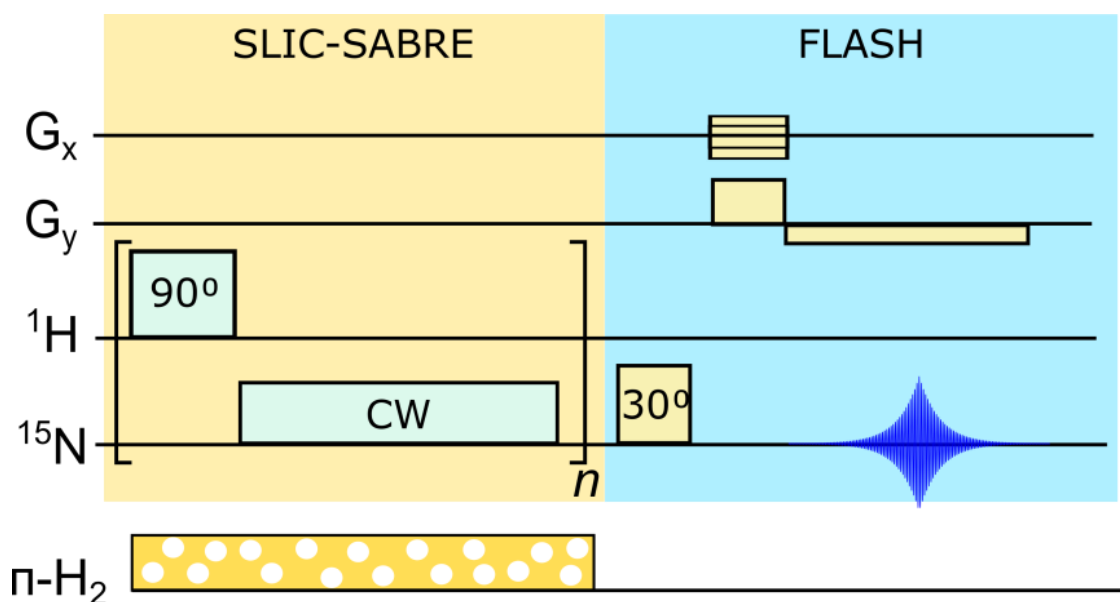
Импульсная последовательность для проведения МРТ экспериментов с использованием импульсной последовательности SLIC-SABRE для переноса гиперполяризации на гетероядро и импульсной последовательности FLASH для регистрации МР изображения.
